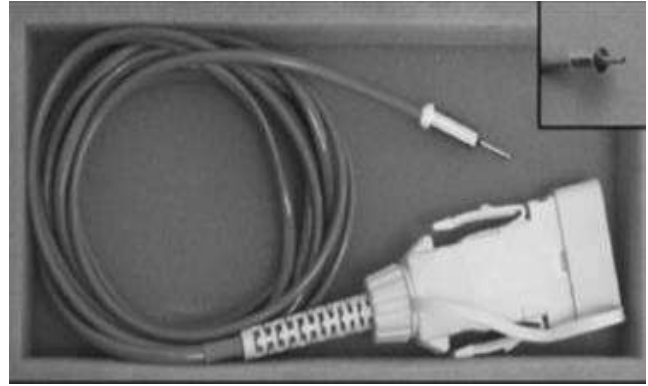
Flujiometría laser Doppler aparato comercial (Karayilmaz & Kirzioğlu, 2011).
